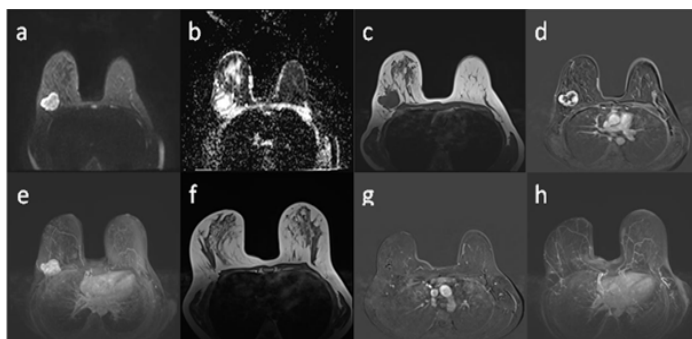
DCE-MRI images of a radiologically and pathologically concordant patient. MRI sections before (a,b,c,d,e) and after (f,g,h) NACT are shown for a 44-year-old patient diagnosed with triple-negative invasive carcinoma, NST. Intense diffusion restriction is observed at the periphery of the mass (a,b). The mass described in the non-FS T1W sequence appears irregular shape and contours. On the early arterial subtracted image (d) and MIP image (e), the peripherally enhancing area of the centrally necrotic mass is evident. In the post-NACT MRI, no mass is observed in the primary site on the non-FS T1W sequence (f). Absence of enhancement in the mass site on the early arterial subtracted image (g) and MIP image (h) is consistent with a rCR. In the patient’s post-operative pathological evaluation, the absence of invasive tumor cells was interpreted as a pCR.
